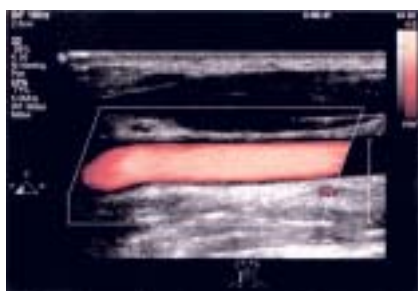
Rechte Arteria carotis eines hochdruckkranken Jugendlichen in Farbdopplersonografie. Der Blutstrom durch das Gefäß (rot) ist (noch) normal. Es sind keine Verwirbelungen zu erkennen, die durch eine unregelmäßige Gefäßstruktur oder veränderte Gefäßwand verursacht werden könnten.
